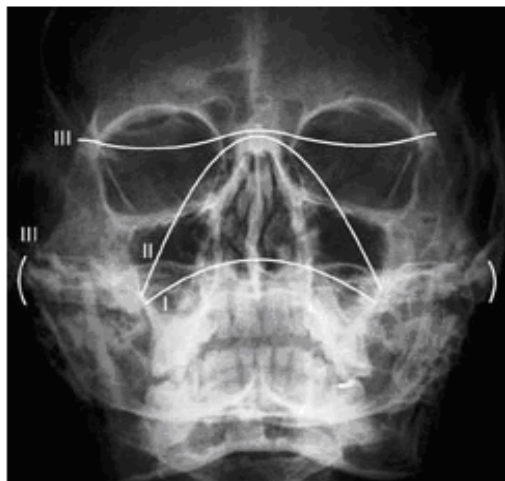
Radiographie standard montrant les lignes de fracture Lefort I, II, III [85]
